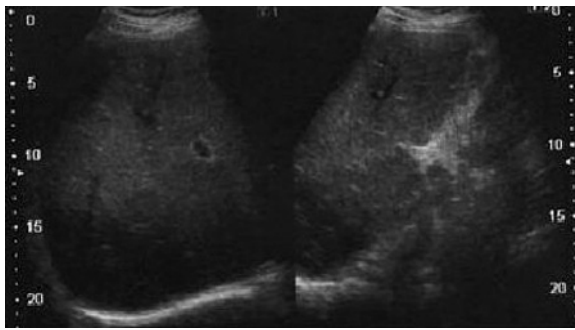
Ecografía donde se observa área heterogénea de límites imprecisos con imágenes focales hipocogénicas en su interior en el lóbulo derecho hepático.
